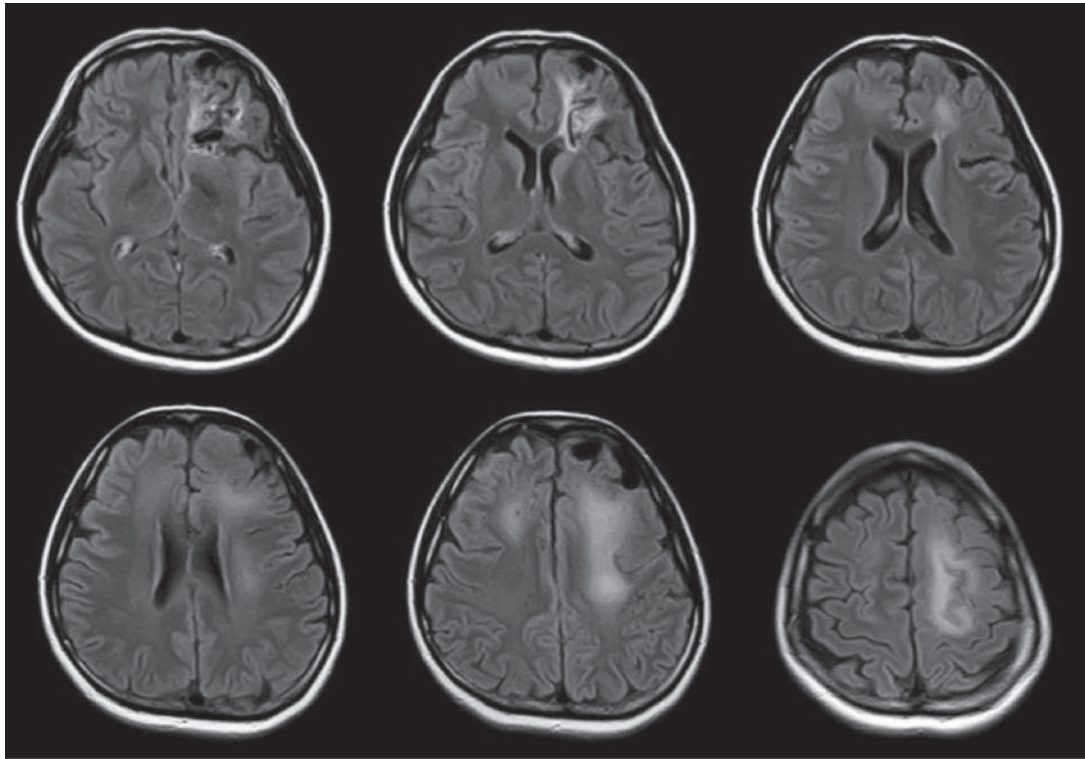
Magnetic resonance imaging (FLAIR) revealed AVM surrounded by edema in the left frontal lobe.
